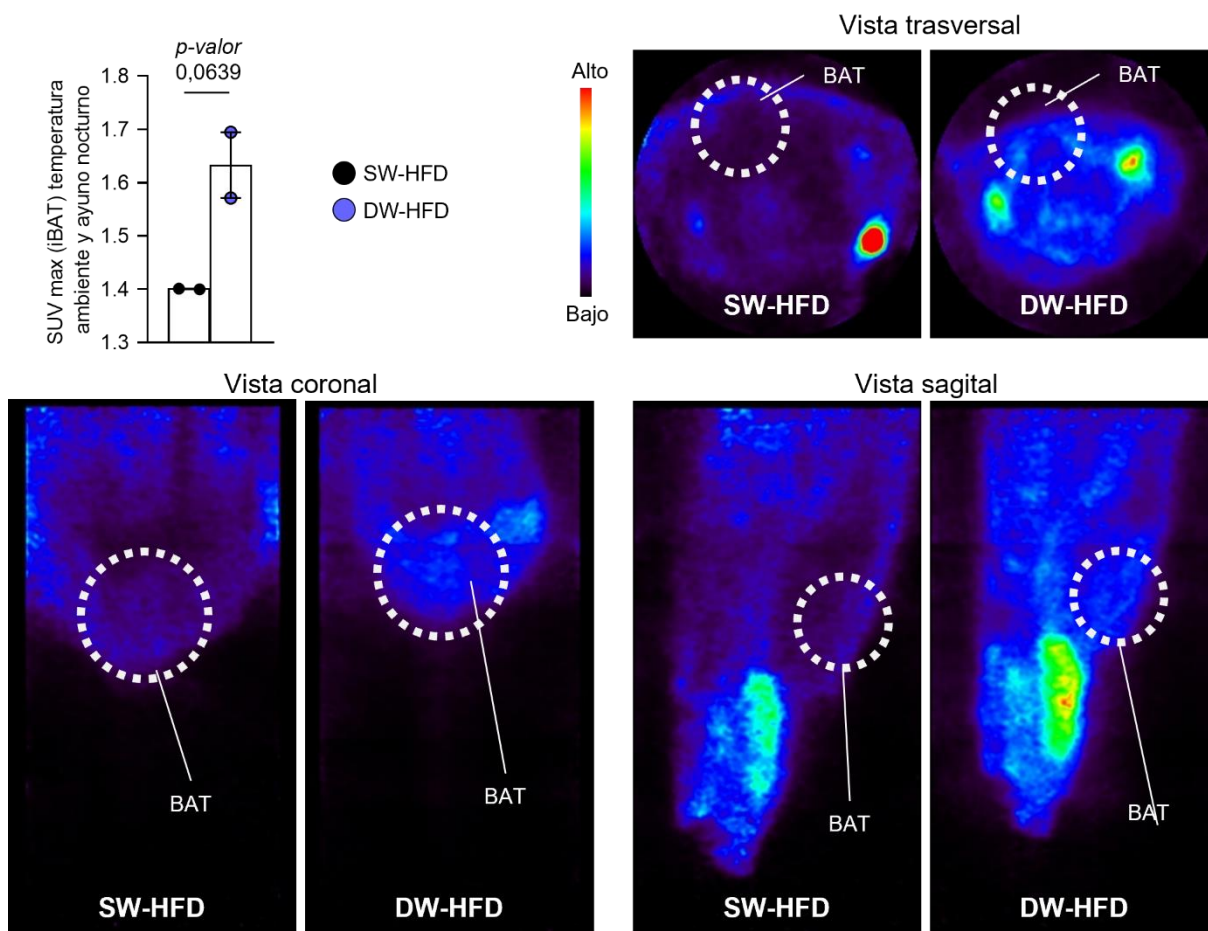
Análisis de absorción de  $^{18}\text{F}$ -FDG de ratas con DW alimentadas con HFD en la edad adulta. Imágenes en vista coronal, sagital y trasversal, y los niveles de absorción de  $^{18}\text{F}$ -FDG en BAT de ratas SW-HFD y DW-HFD a temperatura ambiente con ayuno nocturno (n=2). Los datos están representados como media  $\pm$  SEM. Test T de *student*.
